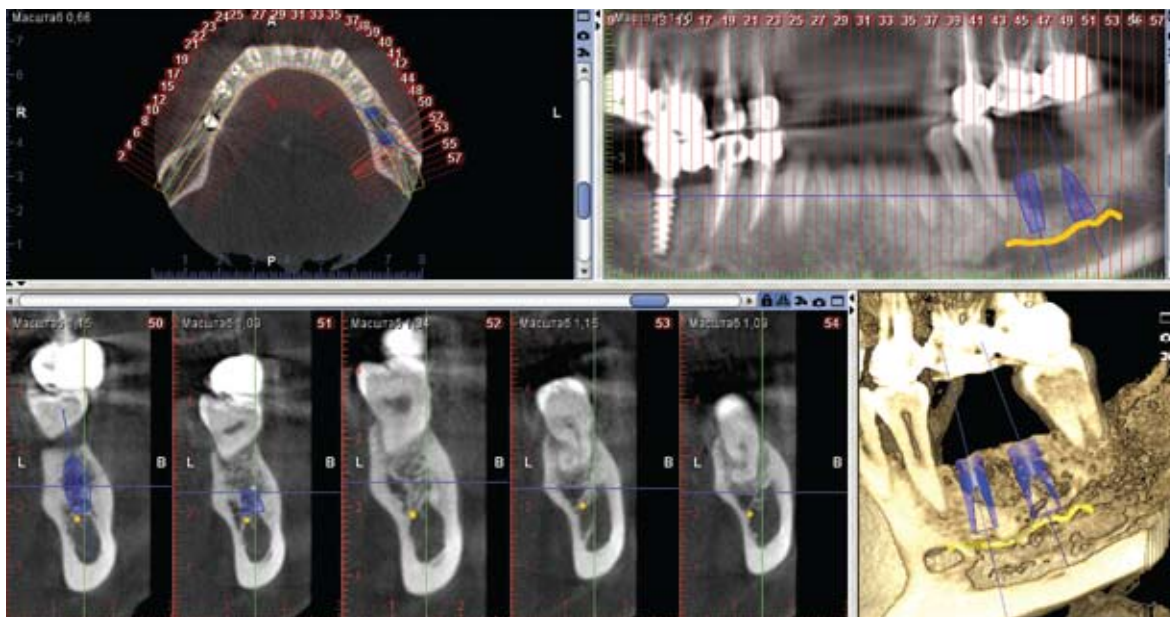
Planificarea poziționării implantelor în baza tomografiei computerizate cu fascicol conic.
